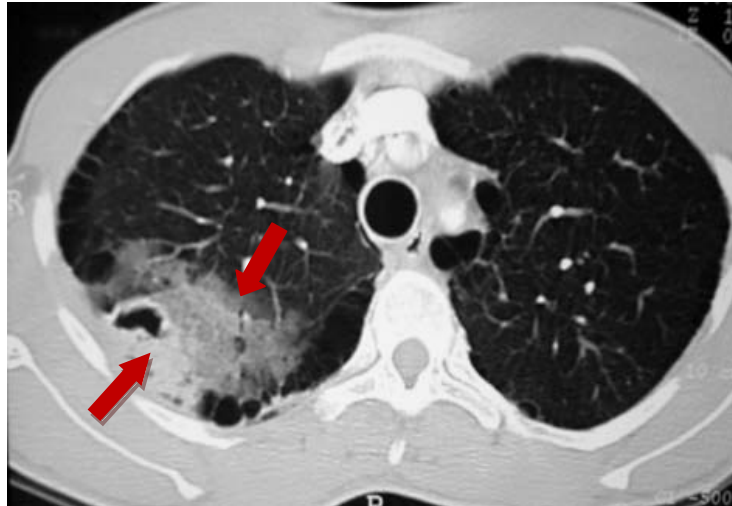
TDM thoracique : coupe axiale en fenêtre parenchymateuse après injection de produit de contraste iodé : image cavitaire sous-pleurale entourée d'une hyperdensité en rapport avec un comblement alvéolaire, témoignant de la localisation de l'hémoptysie [16].
